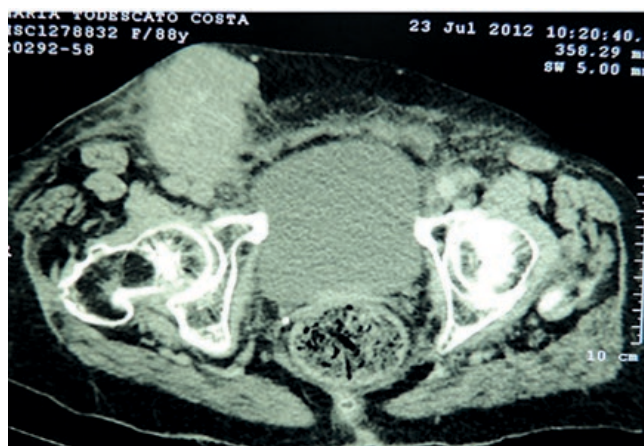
Tomografia de abdome em corte longitudinal: lesão expansiva em região inguinal direita sem invasão de estruturas adjacentes.
